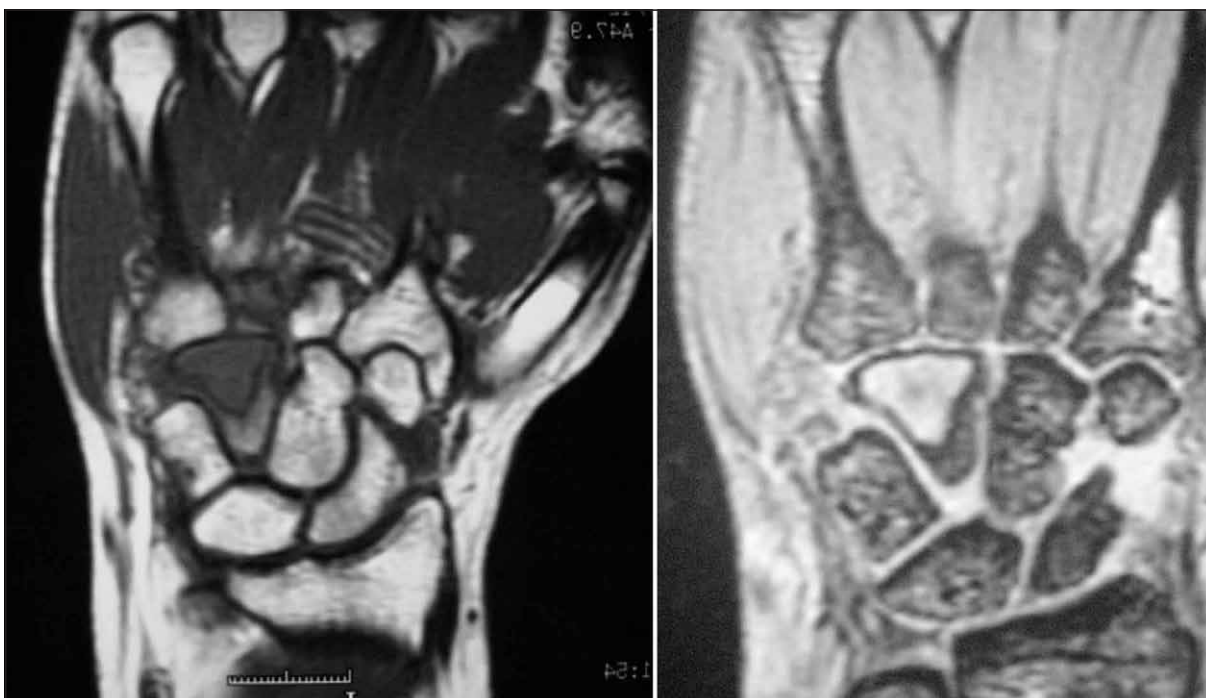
Dos imágenes de RM en secuencias potenciadas en T1 y T2 apreciándose una ocupación patológica y limitada al hueso ganchoso.
